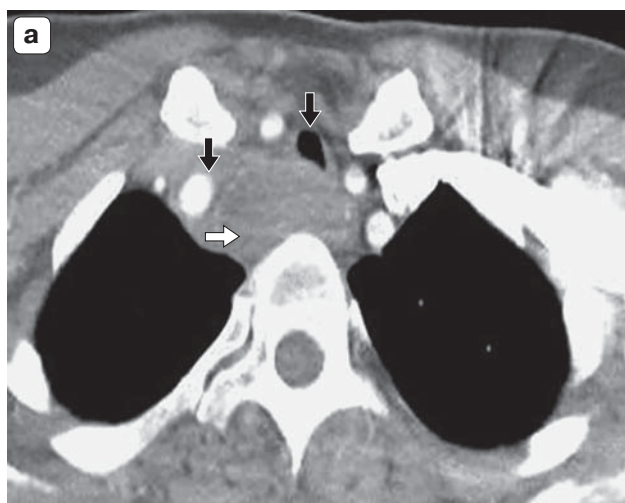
КТ шеи (а) и грудной клетки (б), аксиальные срезы, с болюсным КУ (артериальная фаза). Спонтанная гематома пищевода (белая стрелка) с признаками объемного воздействия (черные стрелки). а – на трахею и сосуды средостения; б – на главные бронхи; в – на сердце.
